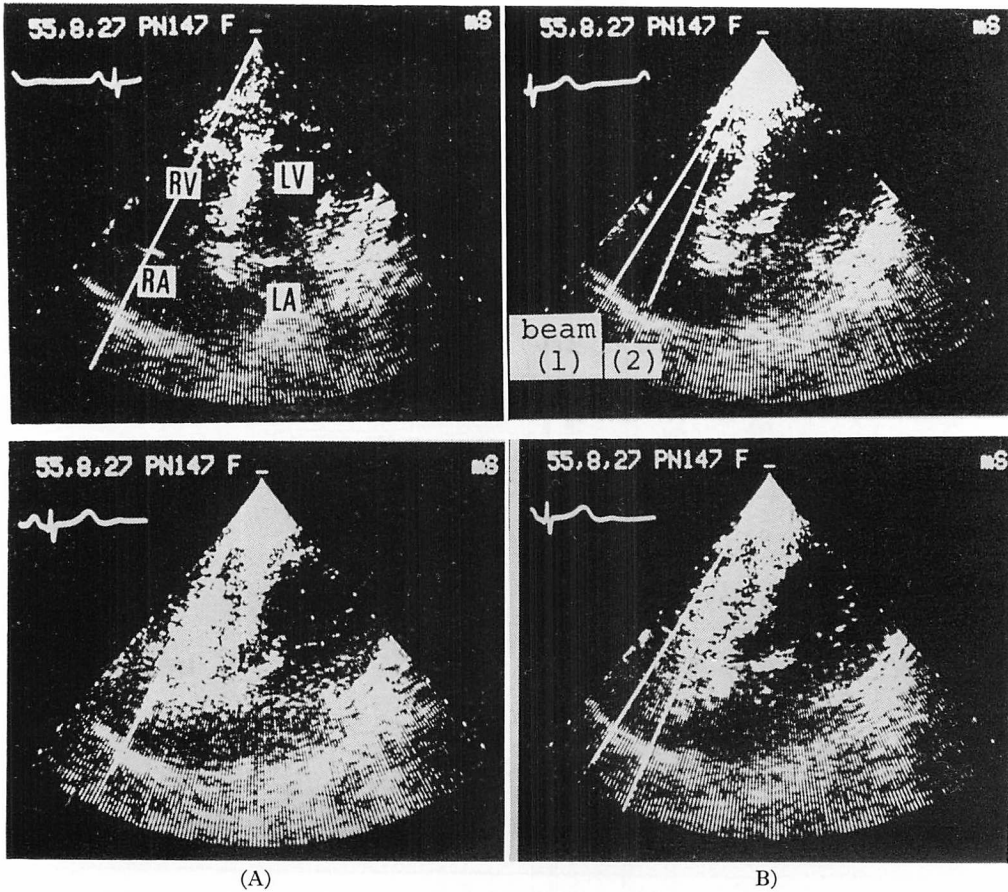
Two-dimensional contrast echocardiograms demonstrating the ultrasonic beam directions of the M-mode echocardiogram.
